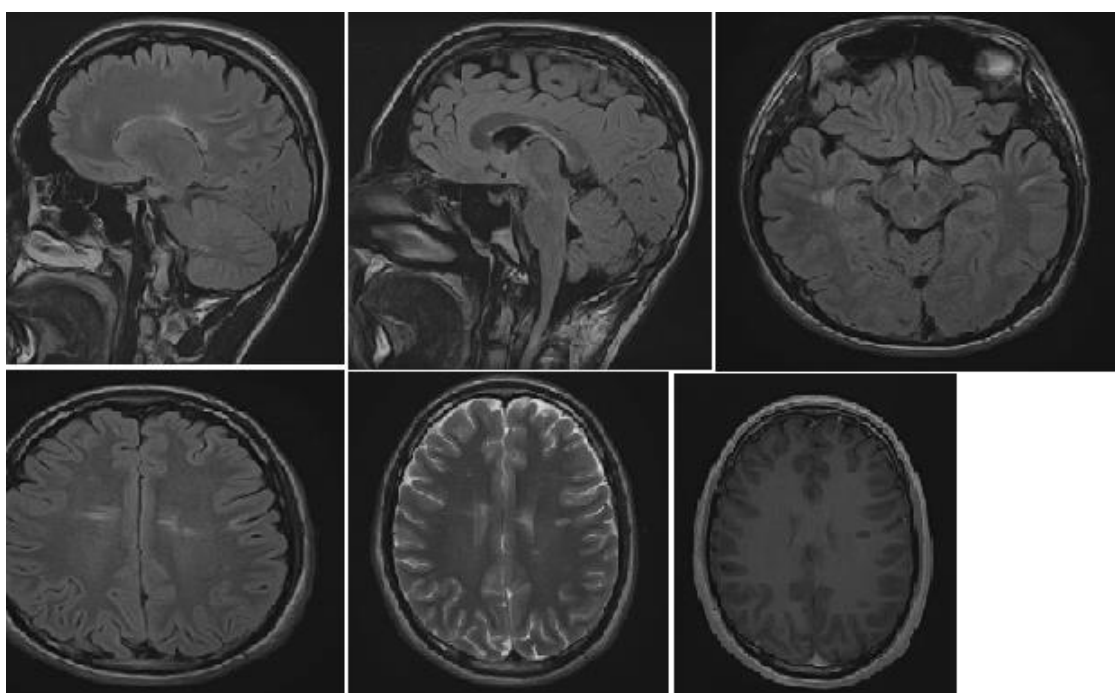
МРТ головного мозга пациента П., 17 лет. История болезни № 5674, 2014 г. Диагноз: РС, рецидивирующе-ремитирующее течение. Соп.: хроническая герпесвирусная инфекция (ВЭБ+ВПЧ-6), период ремиссии). Перивентрикулярные, субкортикальные, субэпендимарные очаги нижнего края свода мозолистого тела. Признаков накопления контрастного вещества в очагах не выявлено. FLAIR-ИП, T2-ВИ
